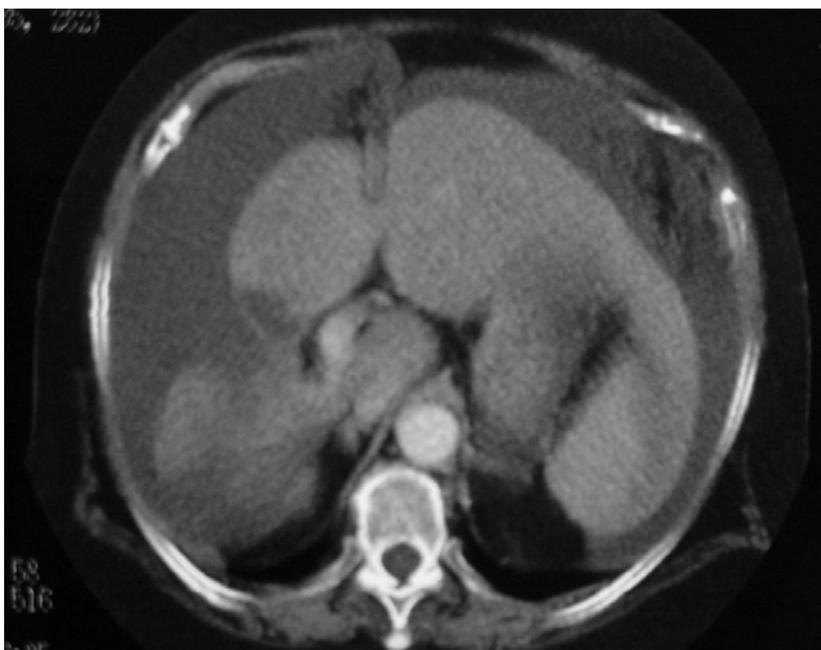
Tomografia computadorizada evidenciando a presença de ascite neoplásica.
